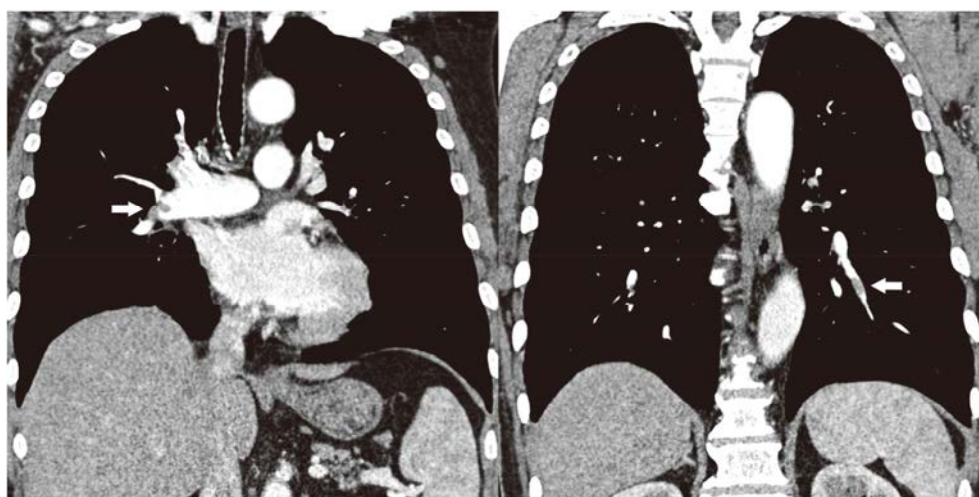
Computed tomography reveals multiple pulmonary thromboembolism (arrow).
